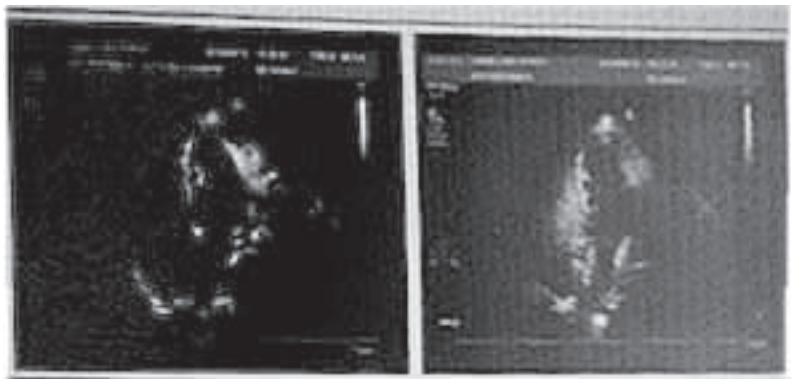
行食管超声下发泡试验显示4 s后左心系统出现微泡,考虑肺源水平的分流
